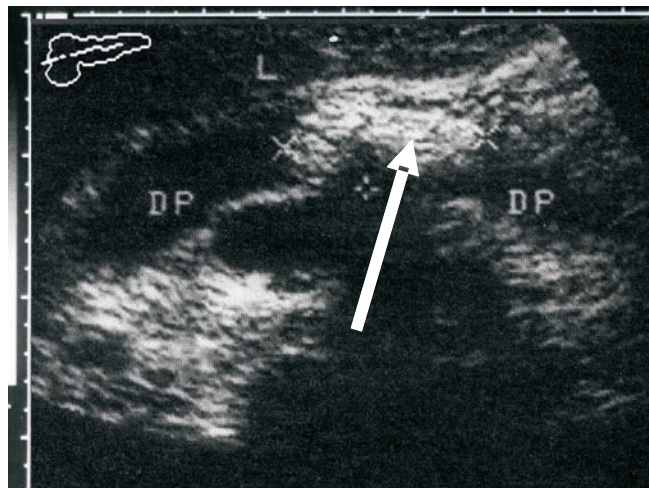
USG. Calcul în lumenul d. Wirsung
